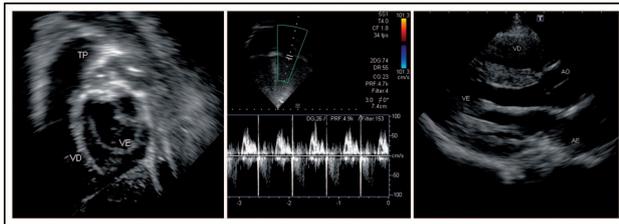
Ecodopplercardiograma demonstrando função cardíaca biventricular normal
